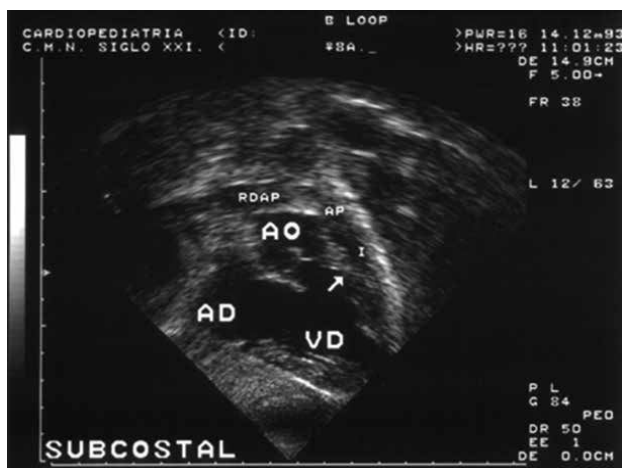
Ecocardiograma bidimensional de un enfermo con tetralogía de Fallot característica. Abordaje subcostal, con discreta oblicuidad derecha. Se observan las cavidades derechas. El ventrículo derecho hipertrofico, en su interior se aprecia la desviación cefalo-aterior del septum infundibular que obstruye el tracto de salida ventricular derecho (flecha). El infundíbulo (I) y el anillo valvular pulmonar moderadamente hipoplásicos, sin embargo, el tronco y la rama derecha de la arteria (RDAP) pulmonar son de calibre aceptable. La comunicación interventricular es subaórtica, limitada superiormente por la sigmoidea aórtica. AD= Aurícula derecha, VD = Ventrículo derecho y AO= Aorta.
